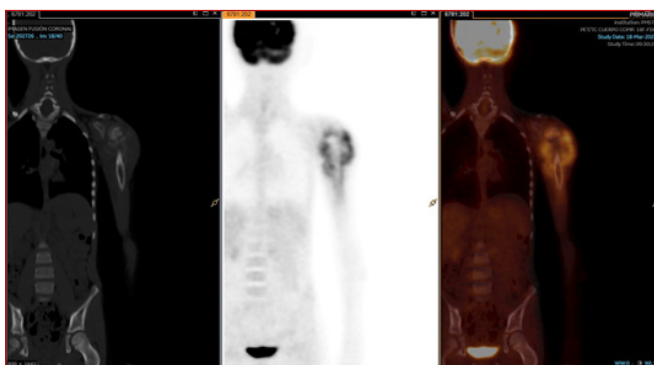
PET/TAC con aumento de captación en húmero proximal izquierdo de características malignas compatible con la sospecha diagnóstica de osteosarcoma de húmero proximal izquierdo.
